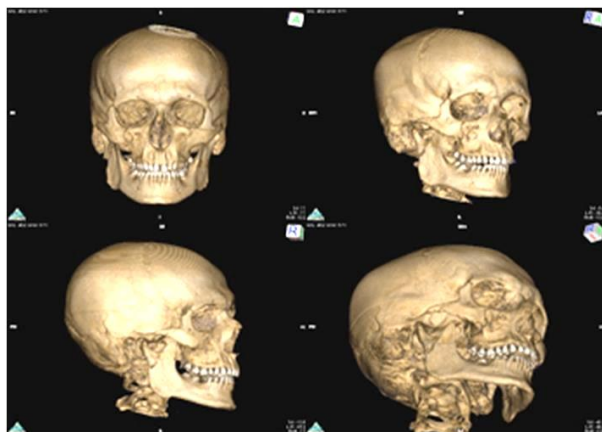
Перелом скуловой кости справа. 3D-модель результатов МСКТ
